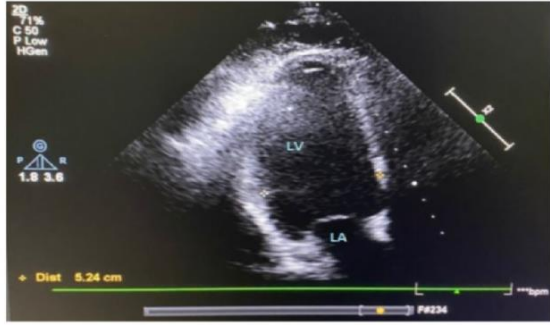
Left ventricular end-diastolic diameter on the echocardiographic view showed slight dilatation. LA, Left atrium; LV, Left Ventricle
